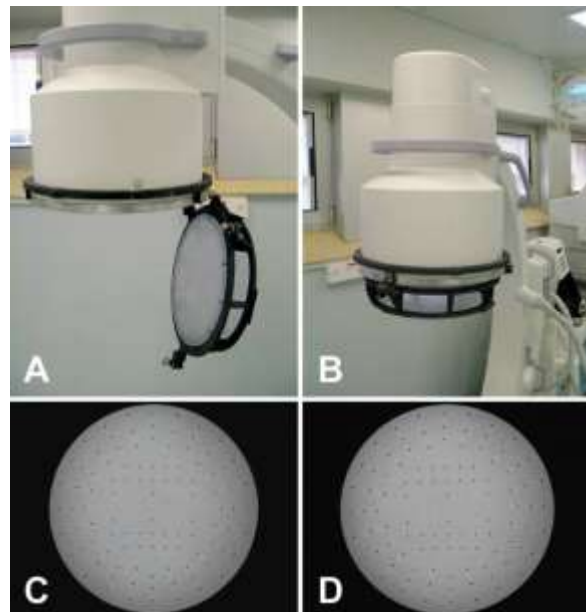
Kalibrierung des C-Arm Bildwandlers. A: Phantom ist am Bildwandler angebracht B: endgültige Position des Phantoms C: Röntgenbild im anterior-posterioren Strahlengang D: Röntgenbild im lateralen Strahlengang (Lieberman et al. 2006, S. 645).
